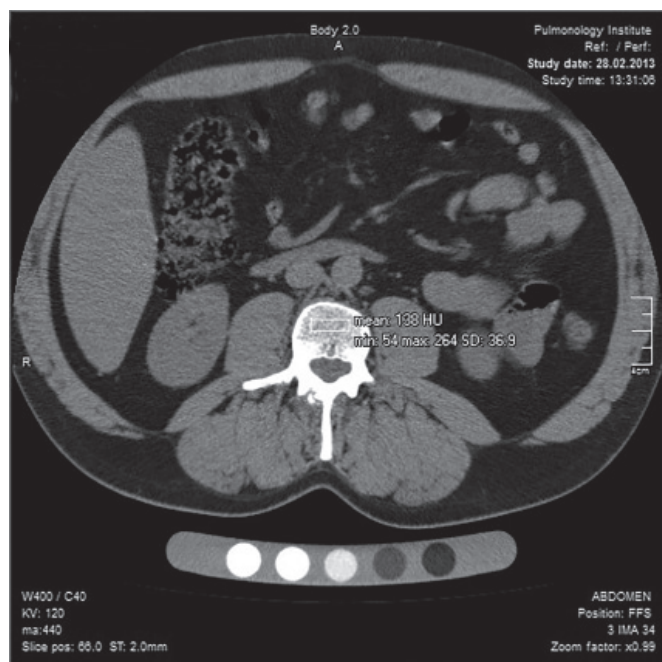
Аксіальний зріз КТ ОГК пацієнта С. з денситометричними показниками хребця.
